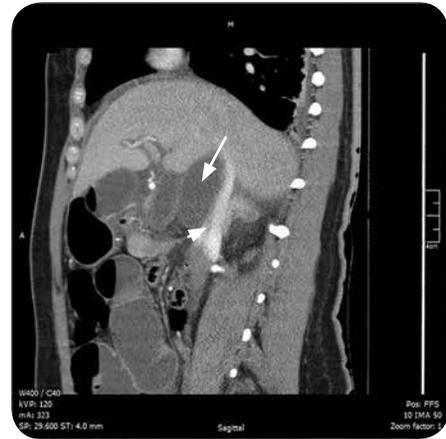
TAC abdominal con medio de contraste, corte sagital, con evidencia de asa intestinal dilatada (flecha) en sitio no usual (adyacente a la vena cava [cabeza de flecha]).
